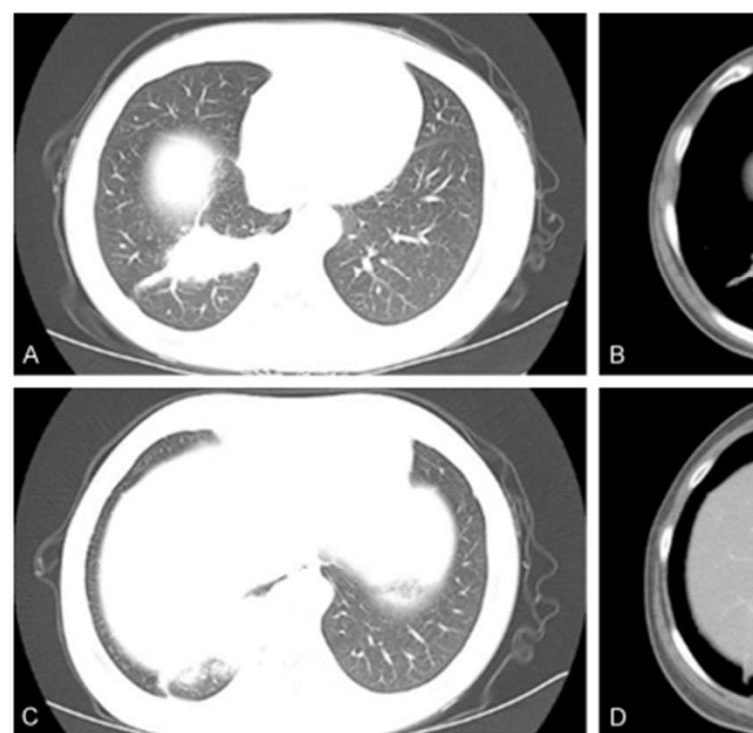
The typical contrast enhanced thoracic computed tomography in intralobar sequestration. A, C. A round high density mass was seen in lung window; B, D. Low density lesions were visualized in mediastinal window; D. A feeding artery from the descending abdominal aorta directly into the cystic solid mass (arrow).
